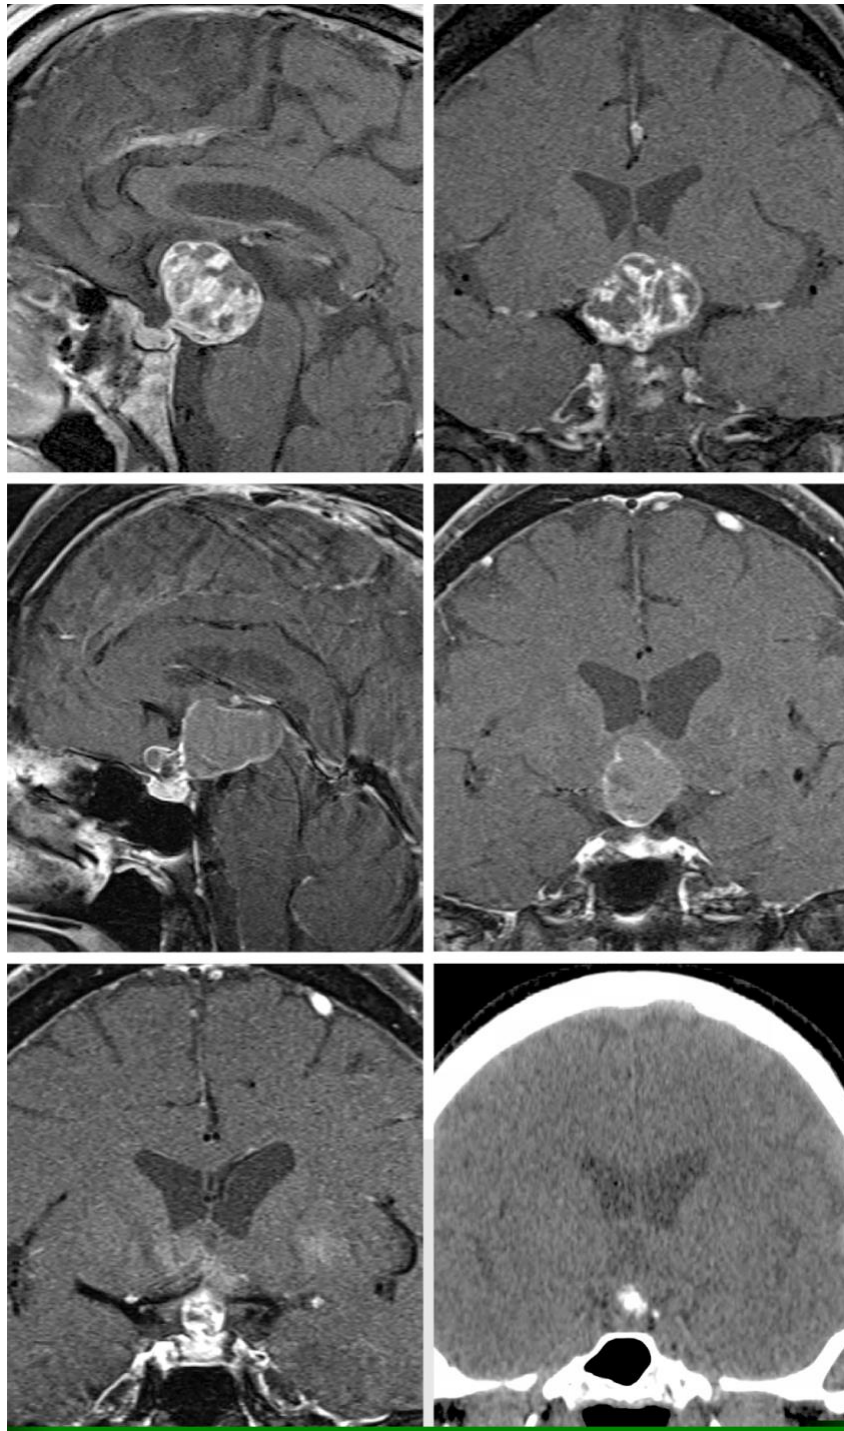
显示两个不同大小和形态的颅咽管瘤患者的影像。在上排的影像显示一个大的稍微实性的颅咽管瘤，能够经额下入路通过终板暴露。另一方面，在中排和低排的影像显示一个部分囊实性肿瘤，适合经鼻入路。注意右侧下面的影像为 CT 上发现的结节性钙化。两个肿瘤对垂体柄的明显包绕使得在切除过程中试图保留垂体柄几乎不可能。
